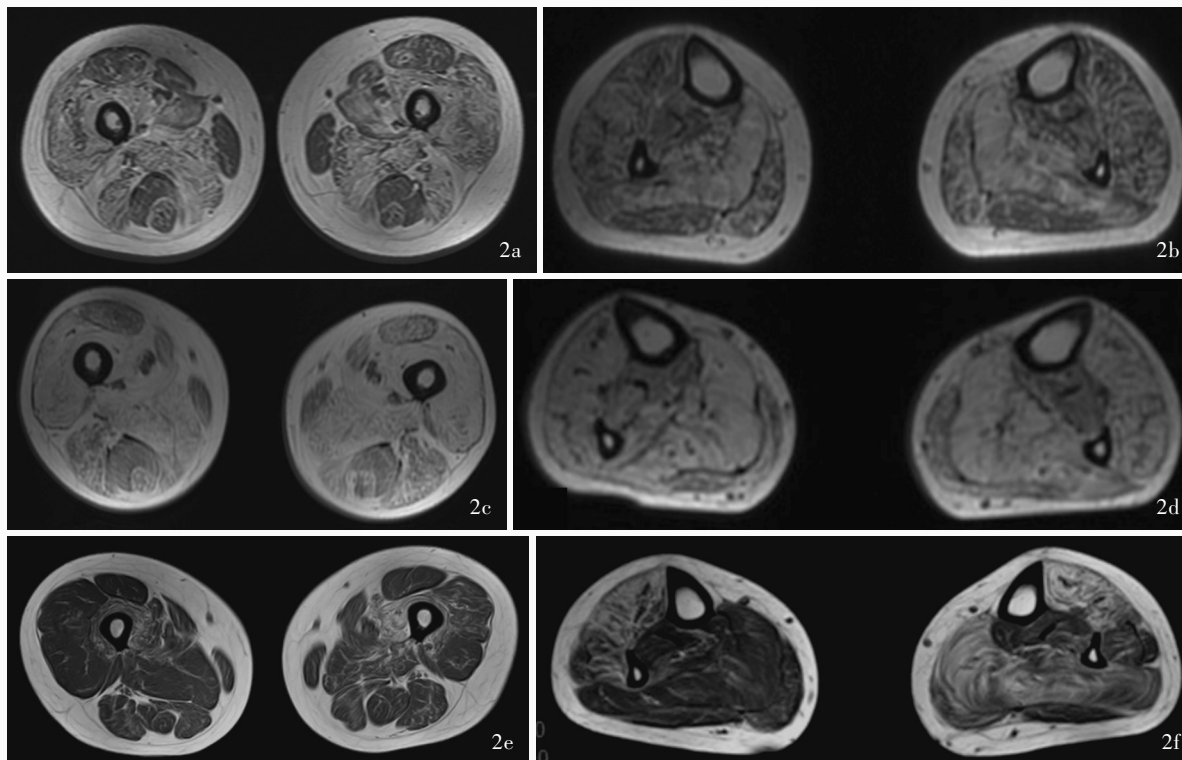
OPDM1型患者肌肉MRI显示,下肢肌肉脂肪浸润,远端肌肉较近端肌肉受累更重。例1(先证者)和例2患者大腿股外侧肌、股中间肌、股二头肌长头、半膜肌、大收肌重度脂肪化,而股直肌、股薄肌、半腱肌相对保留;小腿比目鱼肌、腓肠肌、胫骨前肌重度脂肪化,而胫骨后肌相对保留;例3患者小腿股中间肌、胫骨前肌、趾长伸肌以及左侧比目鱼肌、右侧腓骨长肌轻至中度脂肪化 2a 例1(先证者)双侧大腿横断面T₂-FLAIR成像 2b 例1(先证者)双侧小腿横断面T₂-FLAIR成像 2c 例2双侧大腿横断面T₂-FLAIR成像 2d 例2双侧小腿横断面T₂-FLAIR成像 2e 例3双侧大腿横断面T₂-FLAIR成像 2f 例3双侧小腿横断面T₂-FLAIR成像
